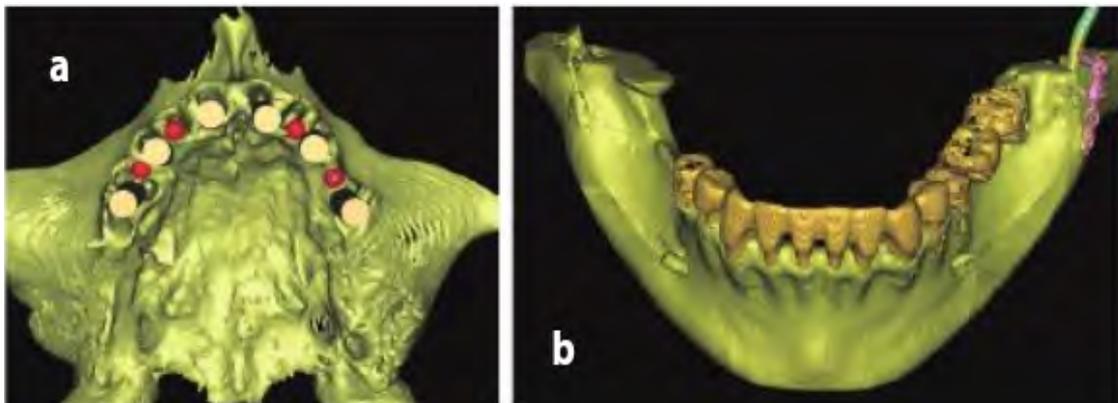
Imágenes en tomografía computarizada (TAC). a) vista oclusal del maxilar. b) vista frontal de la mandíbula. ¹
